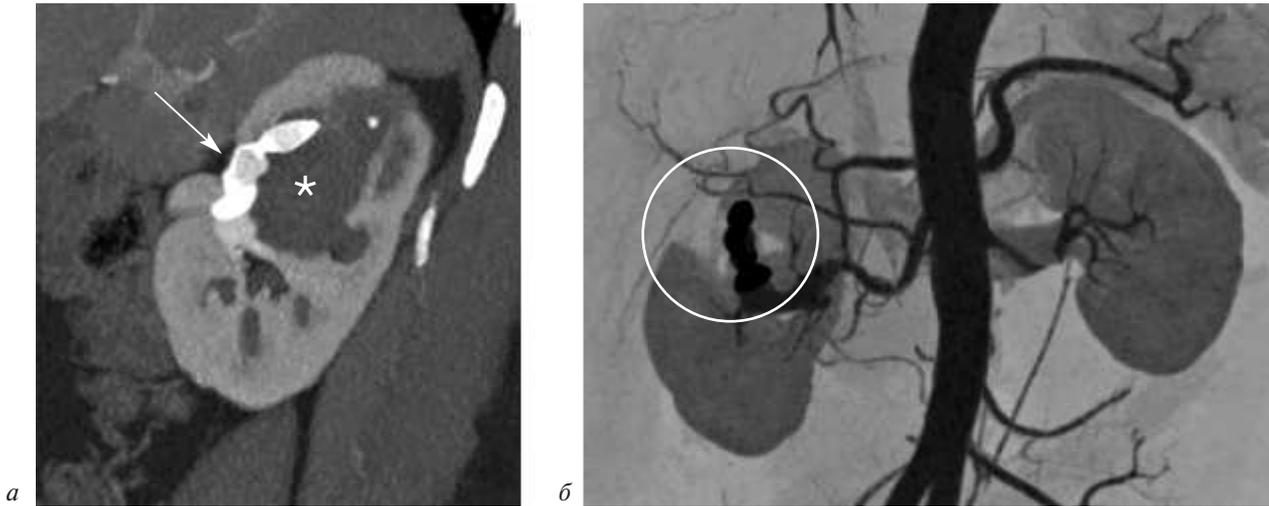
Состояние после эмболизации. Компьютерные томограммы брюшной полости с внутривенным контрастированием:
